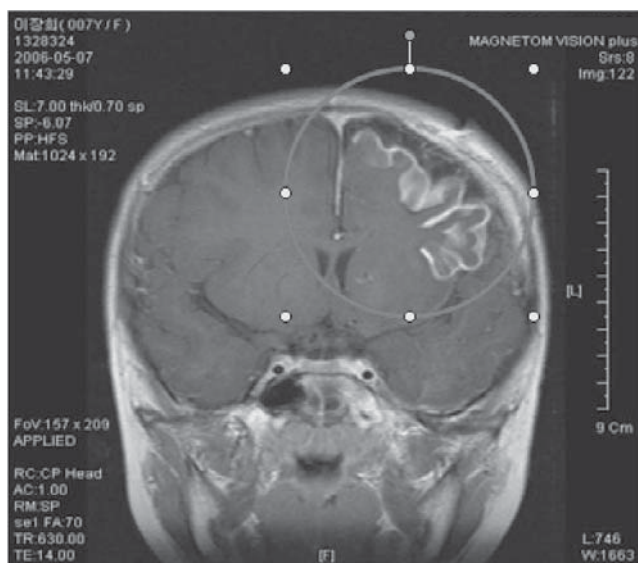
Estudios de IRM en un paciente con síndrome de Sturge-Weber. Obsérvese la presencia de un angioma leptomenígeo.
